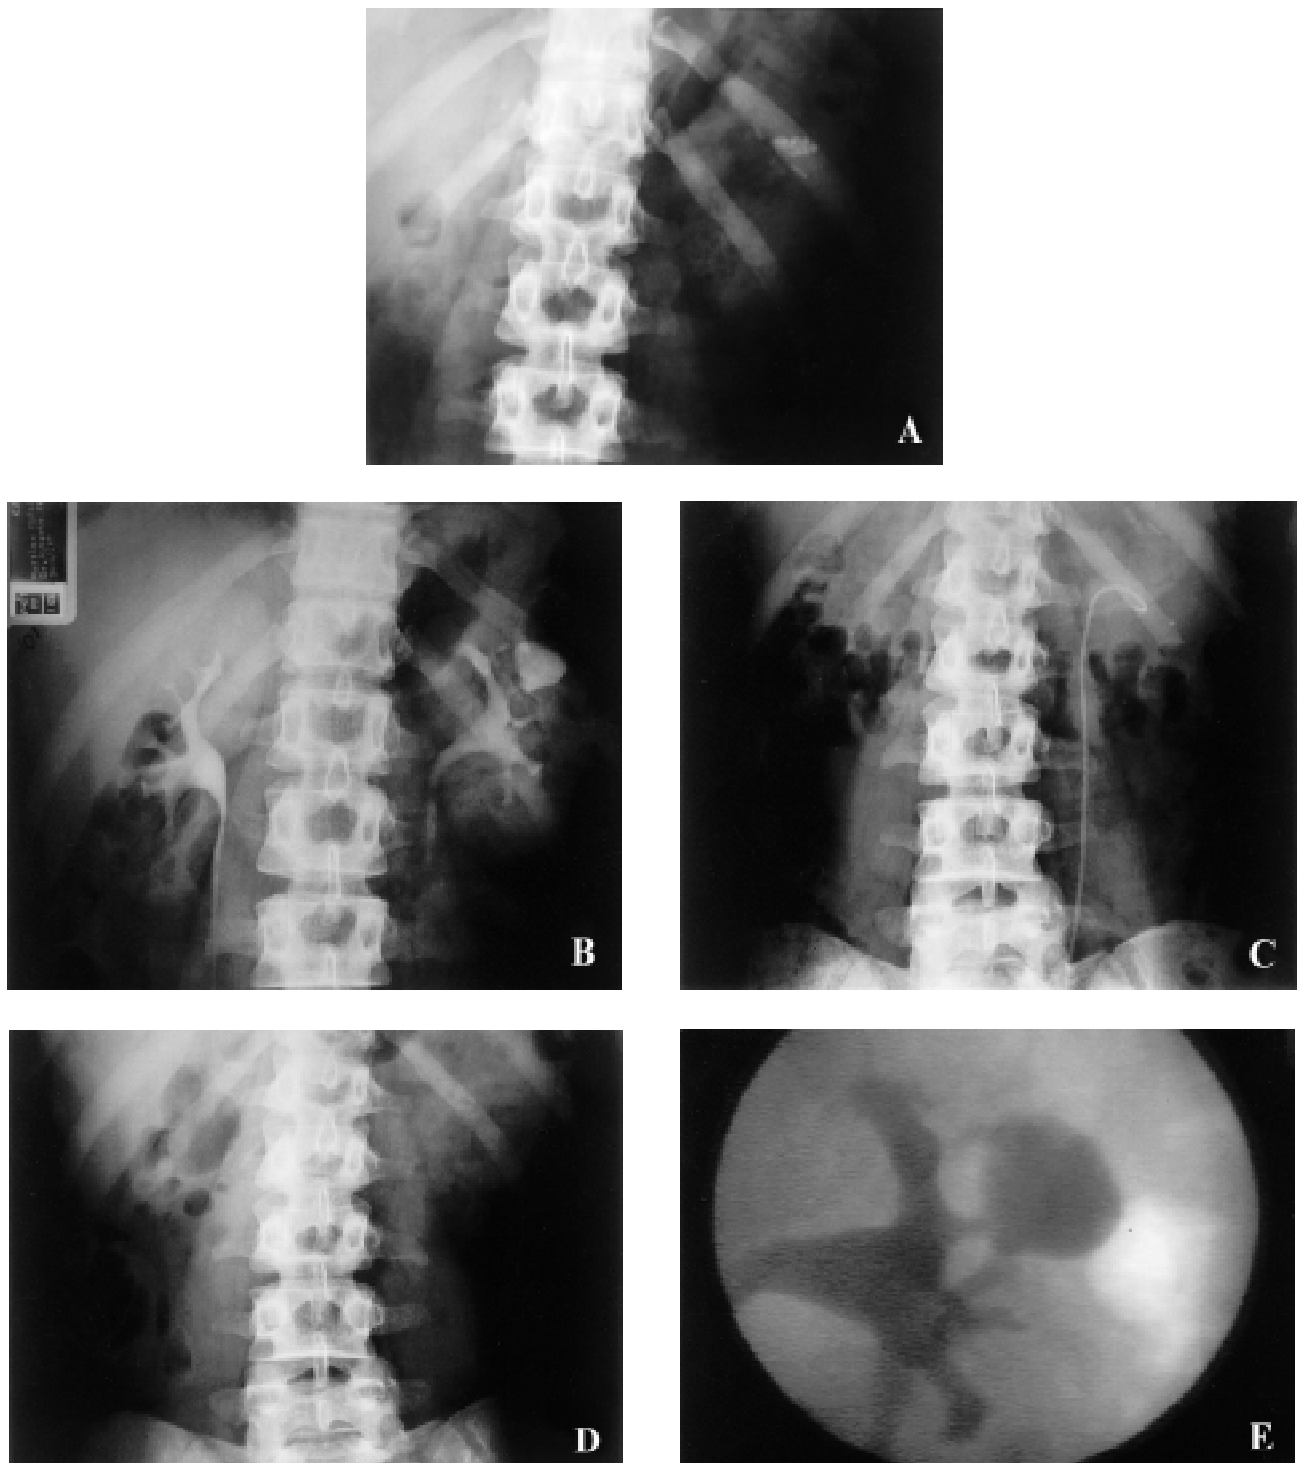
A)- Plain x-ray film shows calculi in superior pole of a left kidney; B)- Intravenous pyelogram demonstrating a caliceal diverticulum containing multiple calculi; C)- Double-J stent inside de diverticular cavity after calculi removal and opening of the diverticular neck; D)- Plain x-ray film demonstrating stone-free status; E)- Retrograde pyelogram demonstrating the diverticulum and the connecting channel (neck) 6 months after procedure.
